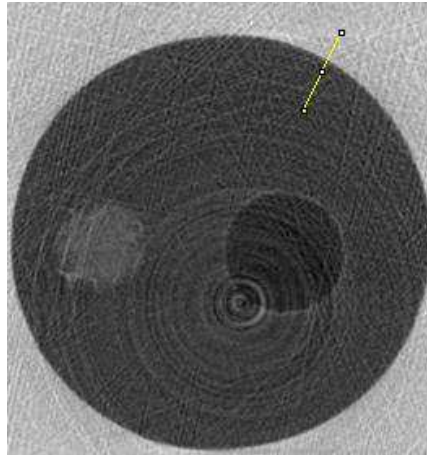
Área de seleção na μ TC-CF, com distância de $R1=16\text{cm}$ e $R2=107\text{cm}$ ($M=7,68$) para análise dos efeitos de contraste de fase no PMMA.
